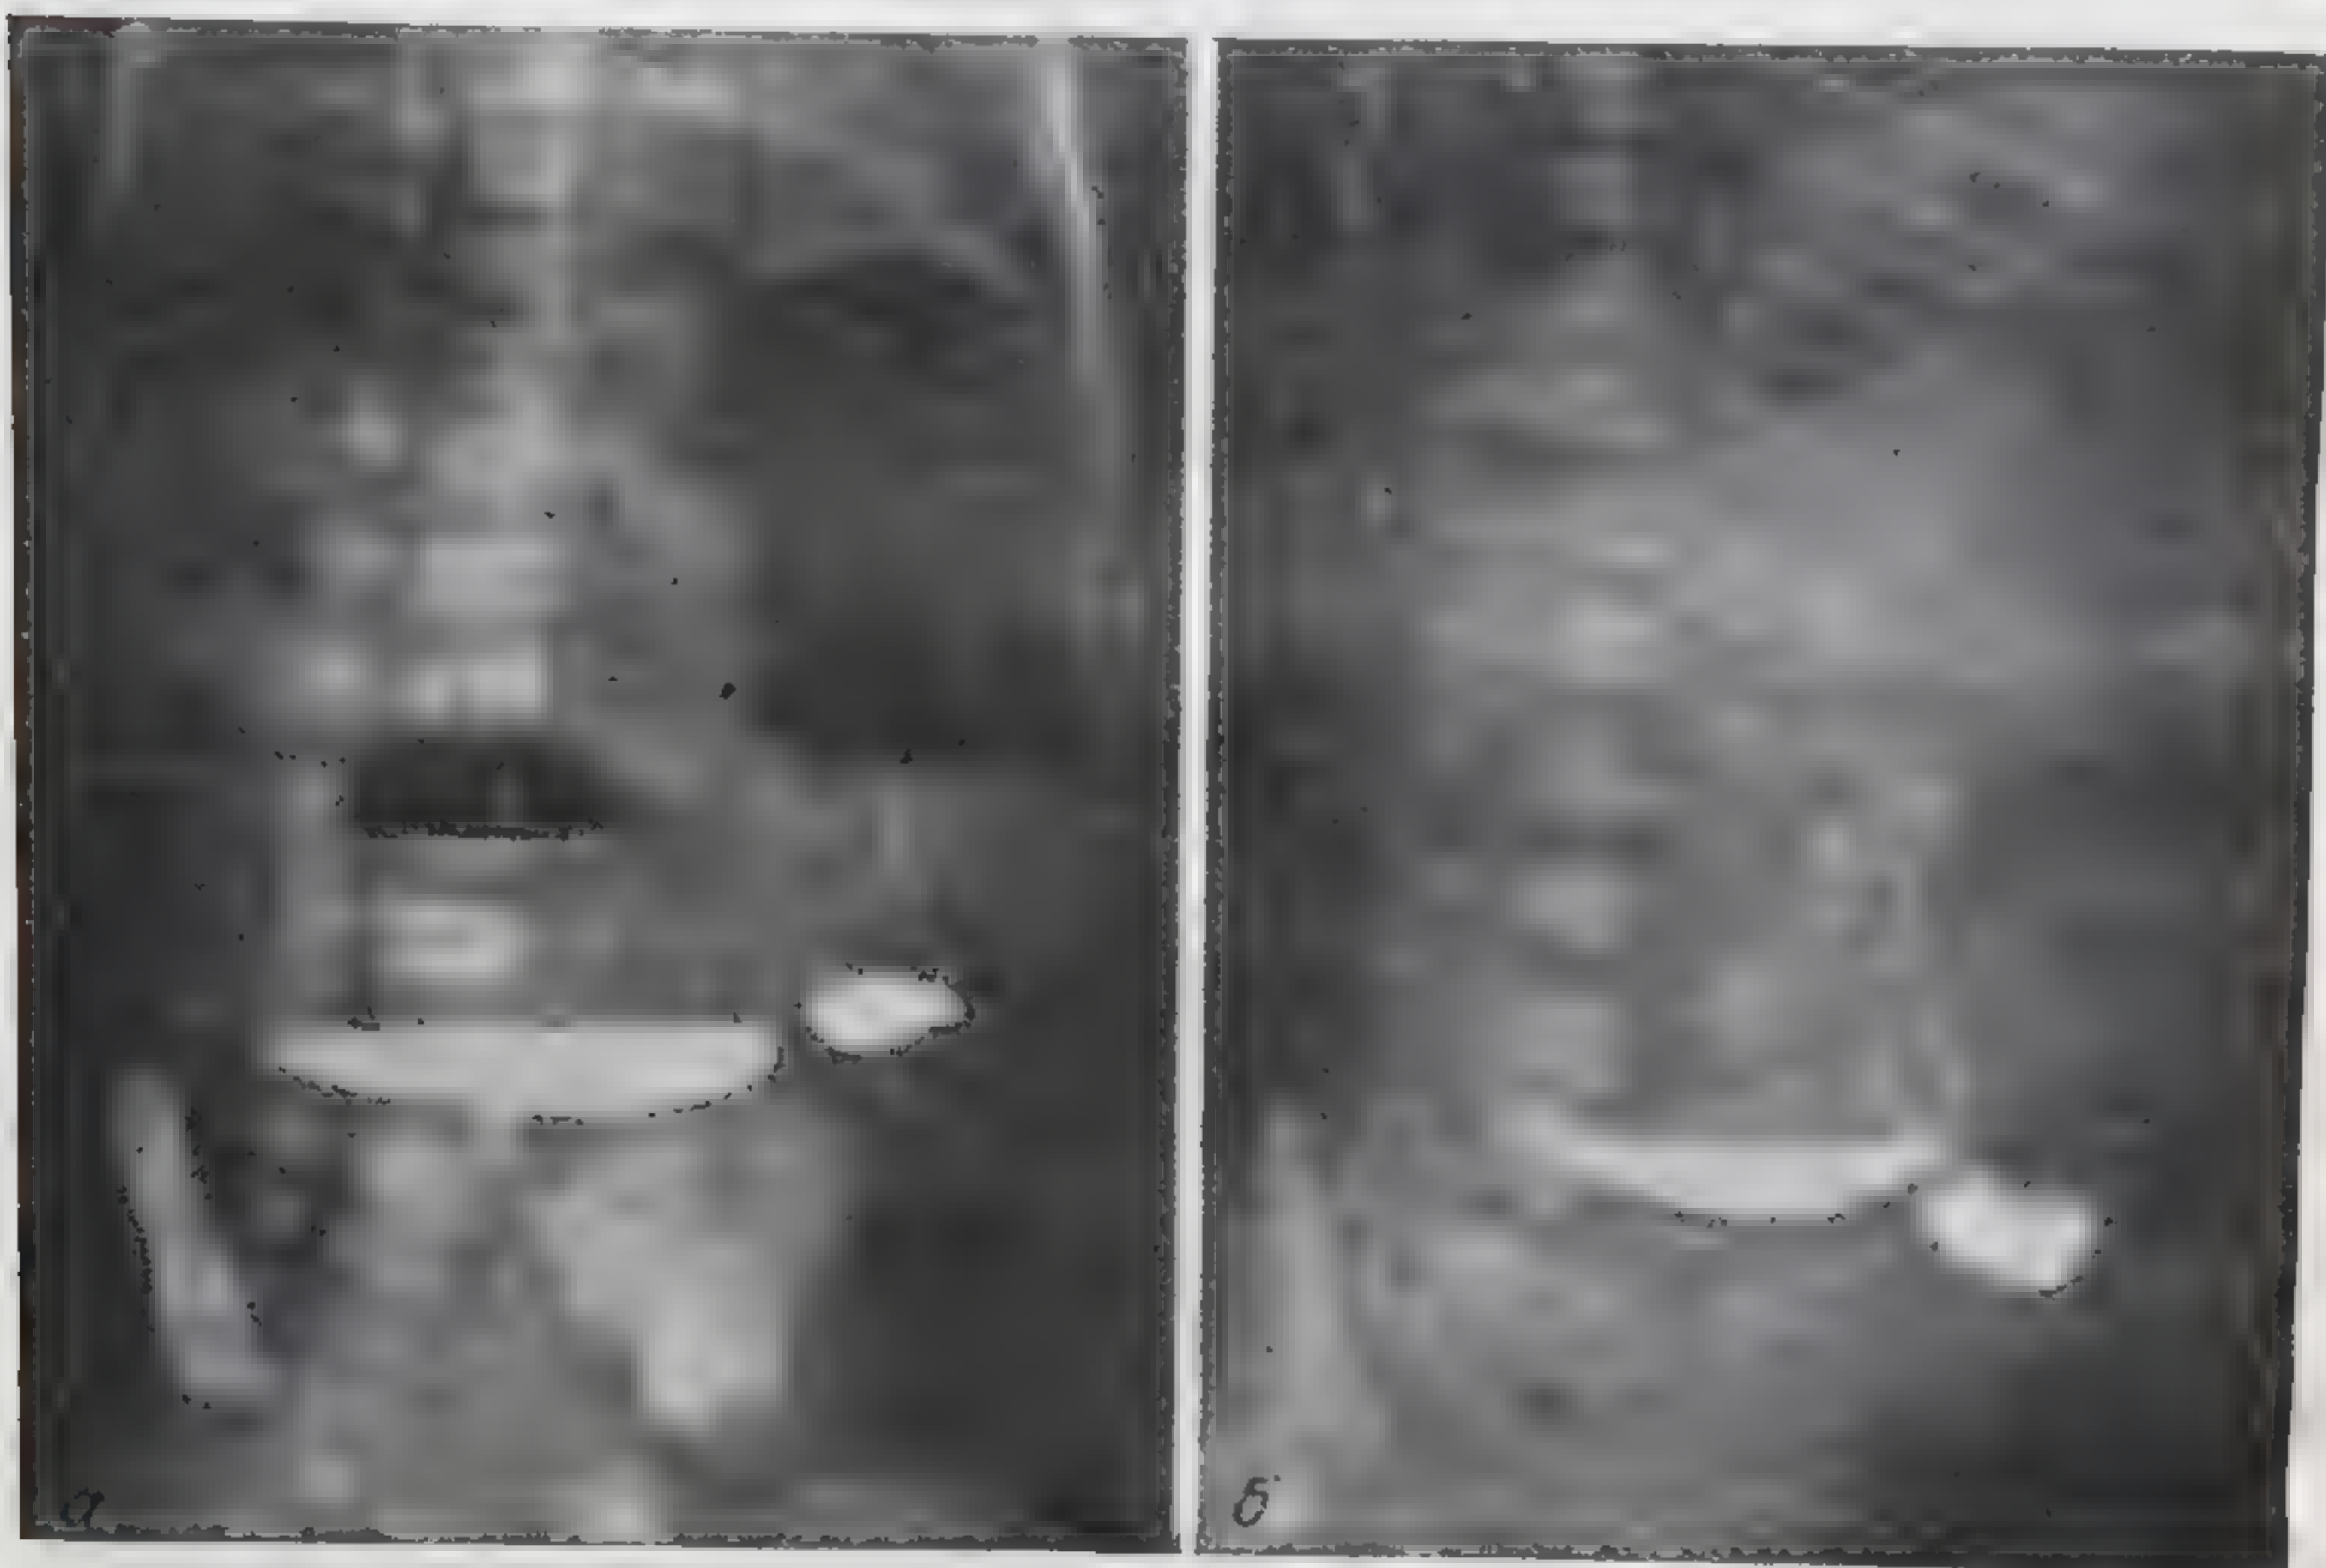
Врожденная непроходимость двенадцатиперстной кишки. Рентгенологическое исследование с контрастным веществом: а — передне-задняя проекция; б — боковая проекция.
